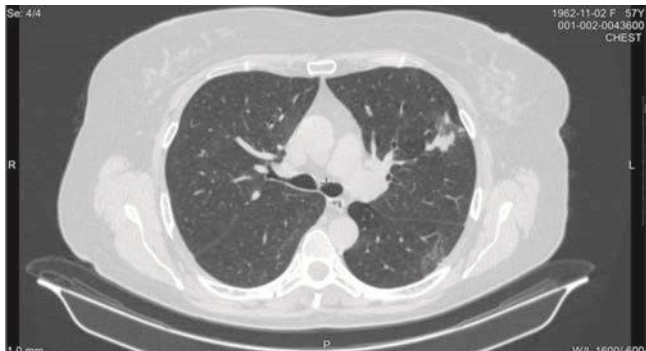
Проведение МСКТ органов дыхания в инфекционном стационаре в динамике. Отмечено увеличение размеров образования в верхней доле левого легкого
